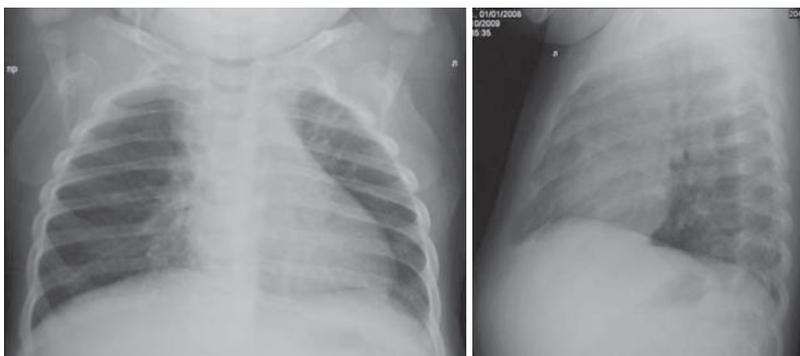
Контрольная рентгенограмма органов грудной клетки в прямой проекции ребенка К., 9 мес. Легочные поля прозрачные
